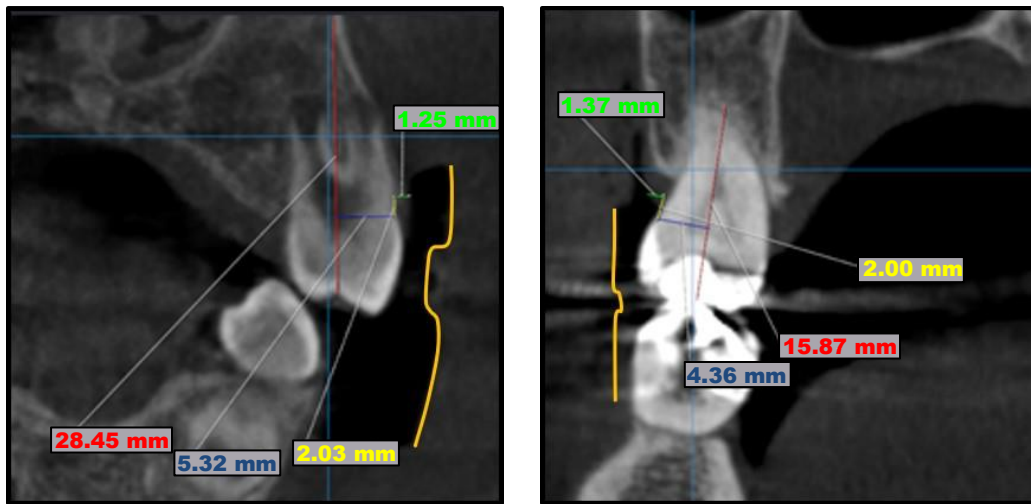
Fotografía de corte CBCT. Representación de cómo se analizaron las imágenes en el Software "On Demand 3D Software®".
